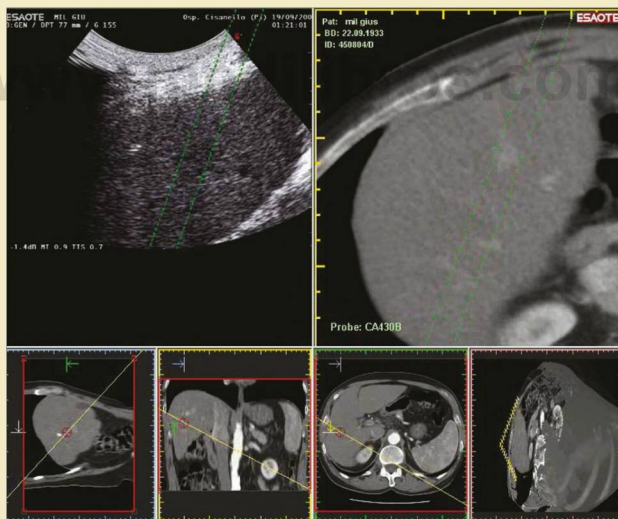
Respuesta completa de un pequeño carcinoma hepatocelular tratado con ablación por radiofrecuencia. Un electrodo de punta múltiple autoexpandible se coloca en la lesión con ayuda de un sistema de navegación virtual. El tumor es perfilado y localizado con imagen de fusión de ecografía en tiempo real y TC.
